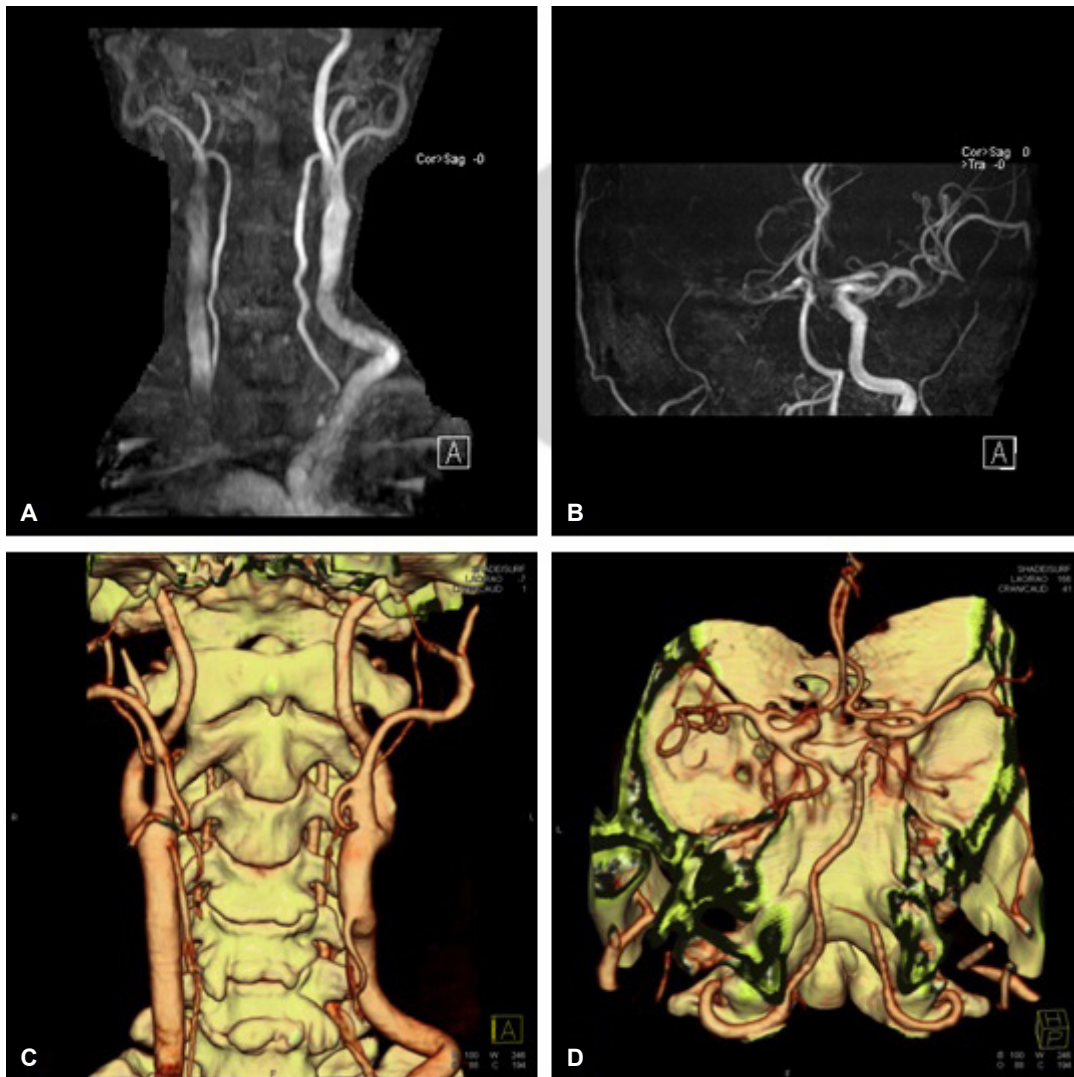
Magnetic resonance angiography showed occlusion of the right internal carotid artery at the initial ischemic attack (A, B). Ten days after the onset, computed tomographic angiography revealed recanalization of the occluded artery (C, D).
